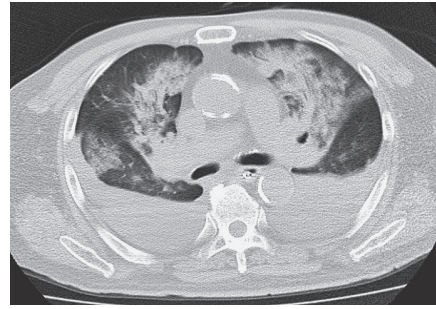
入院 10 日後の胸部 CT, 肺門部の浸潤影の増悪と胸水の増加を認める。
